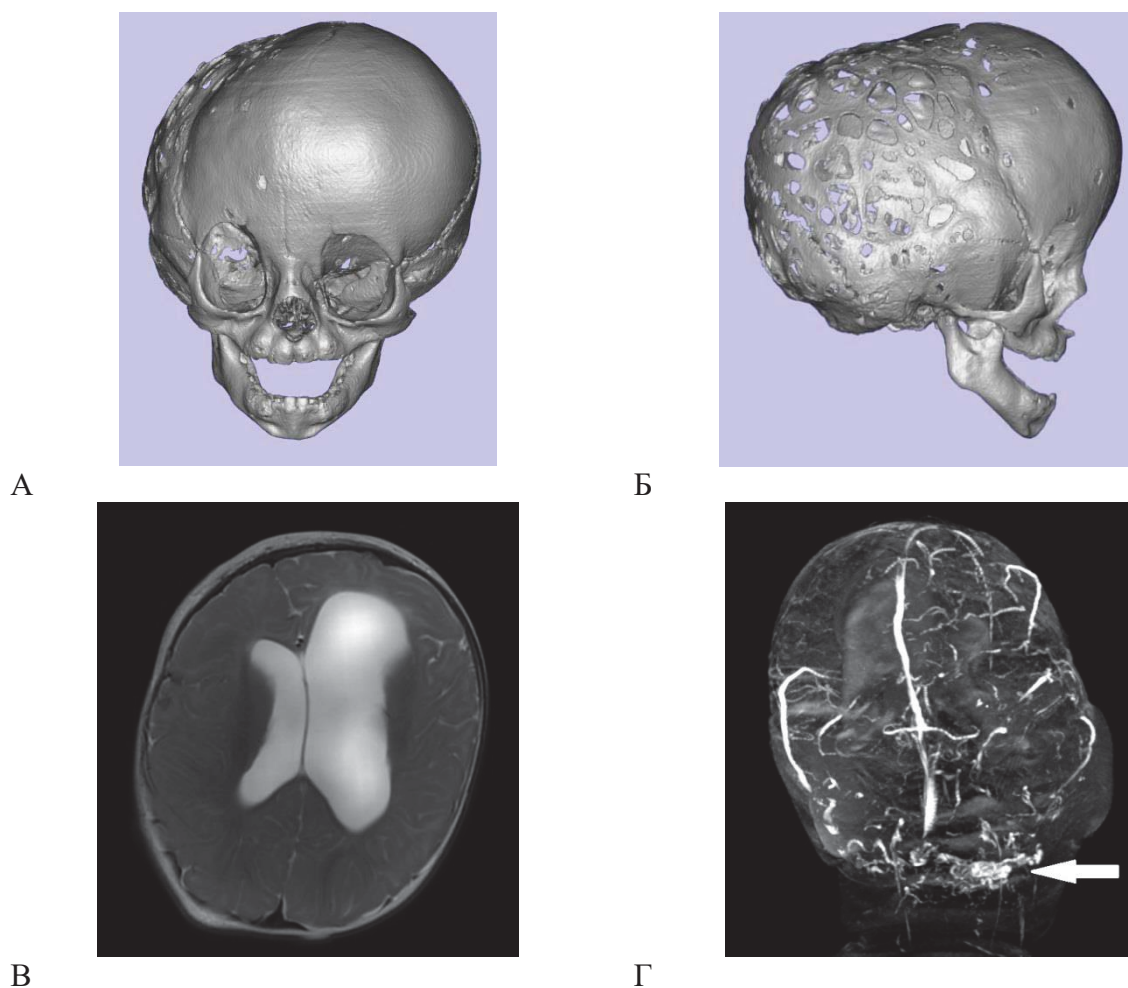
Пациентка А., 11 мес., ДЗ: синдром Крузона, пансиноз. 3D реконструкция данных СКТ (А,Б). Асимметричная гидроцефалия (МРТ Ах Т2) (В), МР-венография 3DТОF (фронтальная проекция), стрелкой указана сеть патологических дренажных венозных выпускников (Г)
